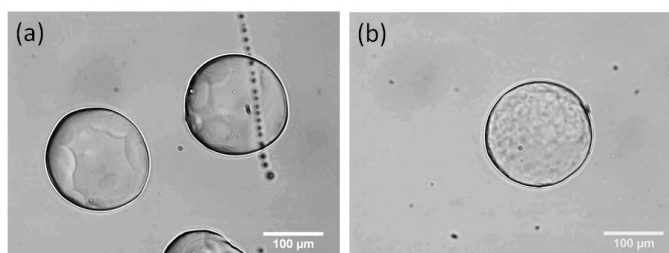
Aspect de surface des capsules a) 0,35% (w/w) par ultrasons, b) 2% (w/w) par broyage colloïdal.
